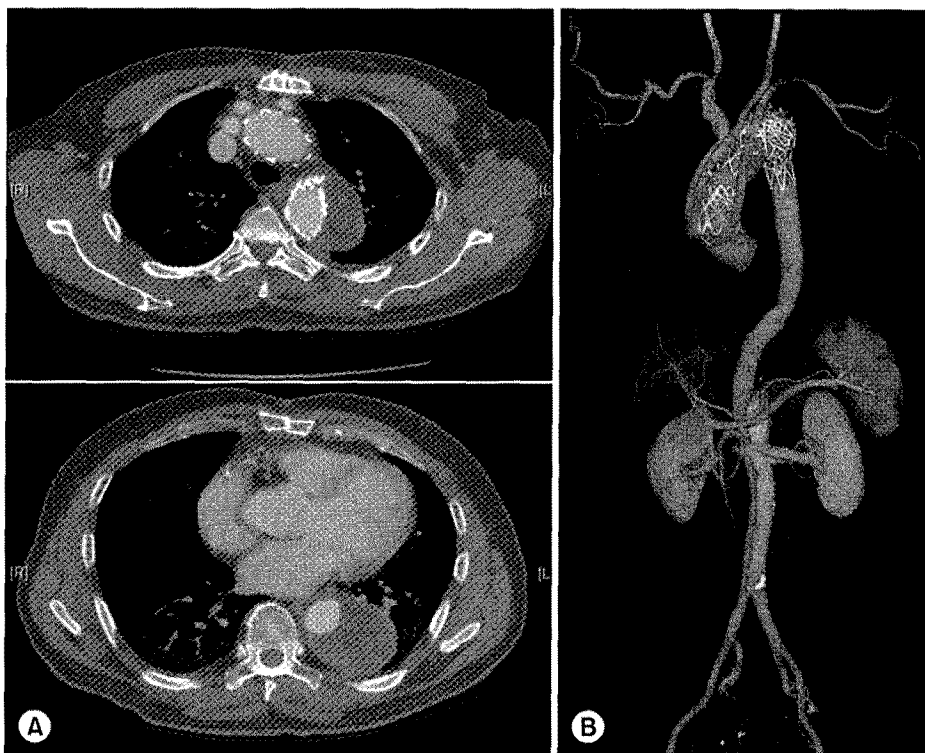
Follow-up CT scan which was performed at 4 months after hybrid endovascular repair. (A) The transverse section shows no recurrence of endoleak and complete resolution of false lumen and re-expansion of true lumen. (B) 3-dimensional CT angiography.
